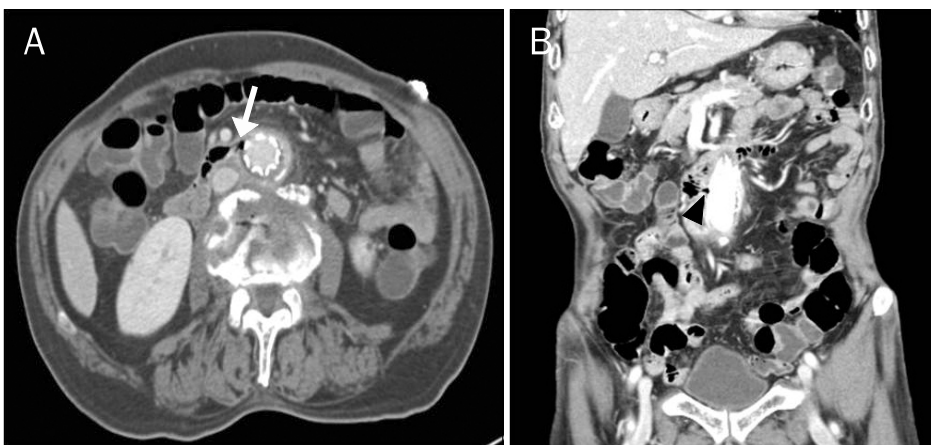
(A) Computed tomography scan showing a bleeding point in the fourth portion of the duodenum, suggesting an aortoenteric fistula (arrow). (B) Computed tomography scan showing a small foci of air around the frame of the device (arrow head).
